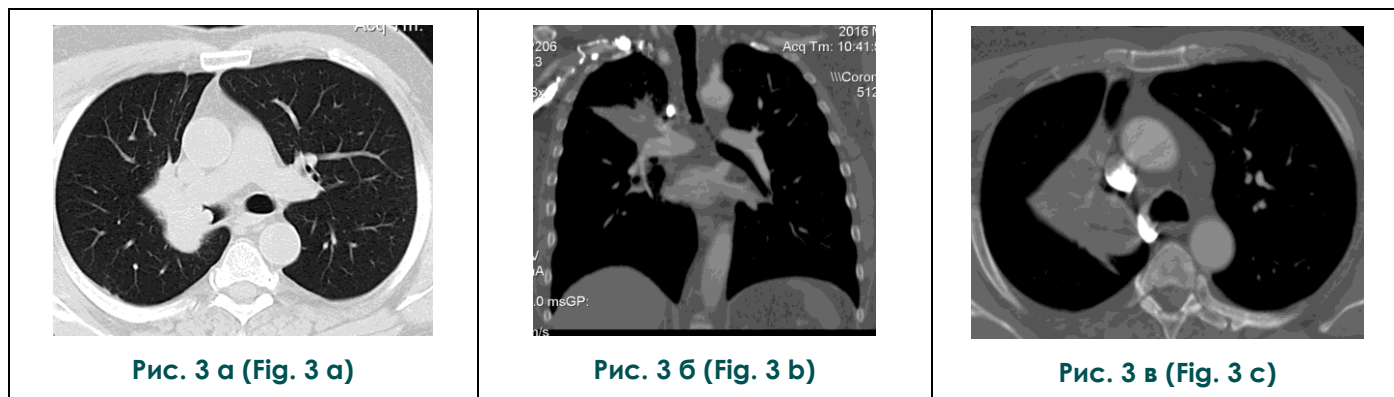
Нативная КТ органов грудной полости.
